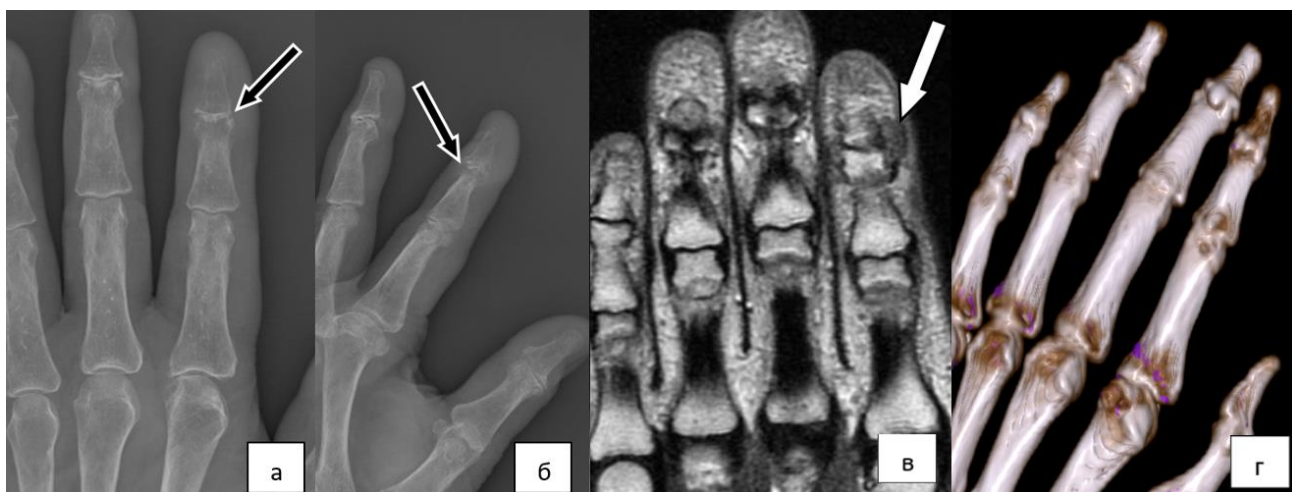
Результаты исследования правой кисти больной З., 83 года: рентгенография в прямой (а), косой (б) проекциях; МРТ в Т<sub>2</sub>ВИ (в); 3D-реконструкция ДЭКТ-исследования (г)
